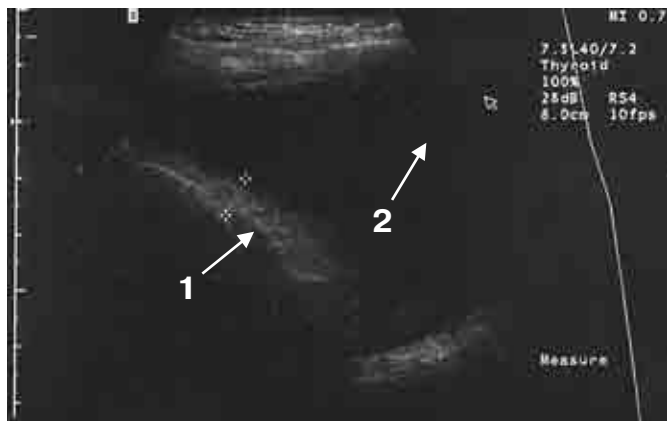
Ультразвуковая томограмма: воспалительные изменения нижних отделов костальной плевры слева на фоне свободной жидкости (В-режим).
